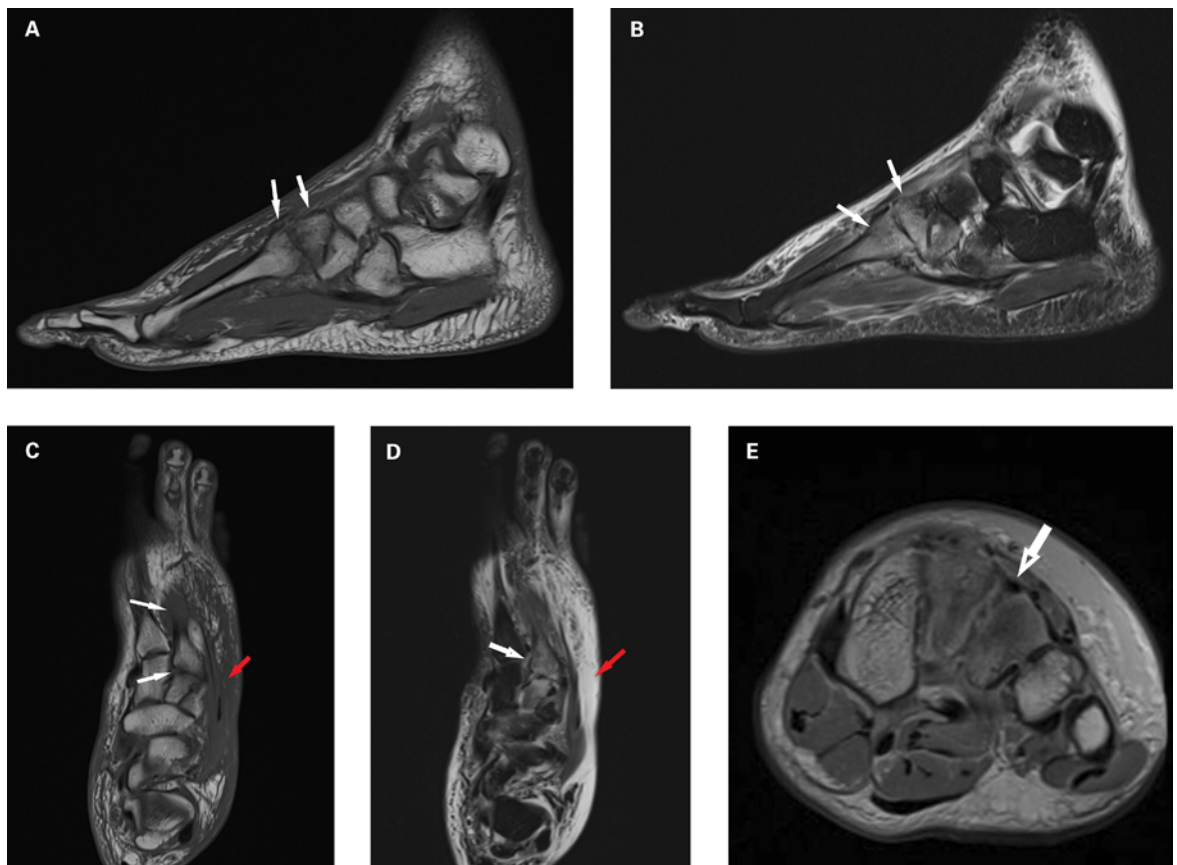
Magnetresonanztomogramm. Sagittale T1-gewichtete (A) und STIR-gewichtete (B) Aufnahme von Fuss und Unterschenkel links. Axiale T1-gewichtete (C) und STIR-gewichtete (D) Aufnahme des Fusses links. T1-koronare Schichten des Fusses links (E). Nachweis eines Knochenmarködems (weisse Pfeile) in der Basis des Os metatarsale II und im Os cuneiforme intermedium und laterale sowie Weichteilödem (rote Pfeile).
